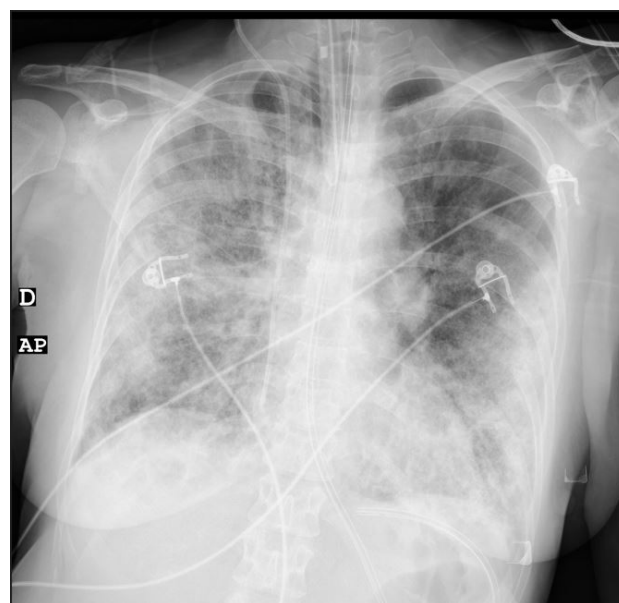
Radiografia de tórax com infiltrados alveolares bilaterais compatíveis com síndrome do desconforto respiratório agudo secundária à inalação de fumaça.
